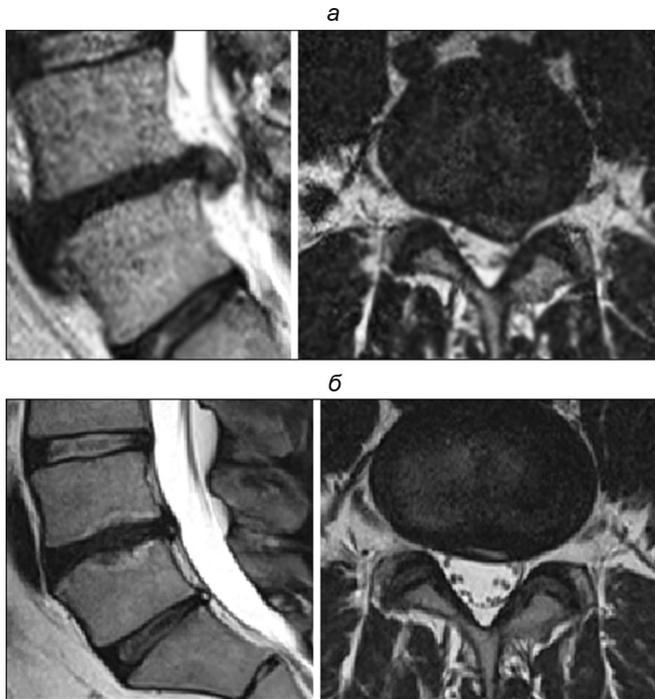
МРТ-исследование больного С. а – до лечения; б – после курса МФУВТ.
